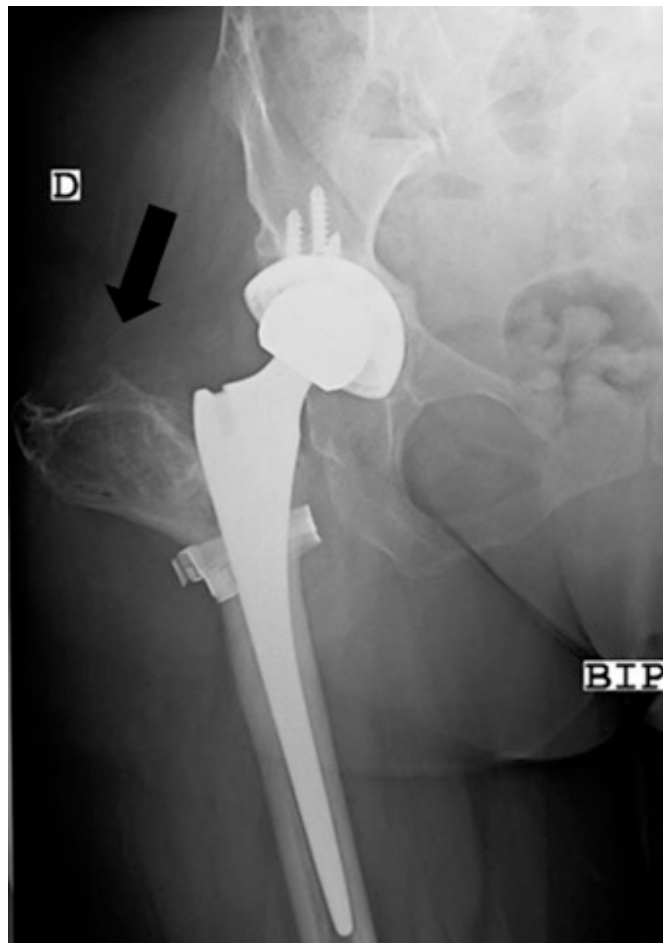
Radiografia da anca esquerda (pré-operatório)
